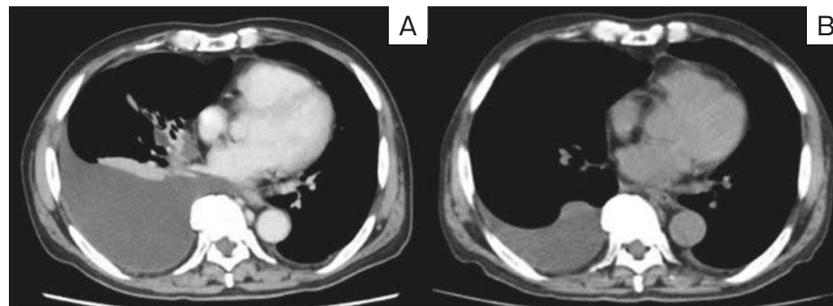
Chest computed tomography (CT) findings. (A) CT revealed a predominantly right-sided pleural effusion, thickening of the right pleura, and atelectasis exclusively in the middle and right lower lobes. No obvious chest abnormalities were observed in the lung fields. (B) After treatment with prednisolone, the pleural effusion improved.
